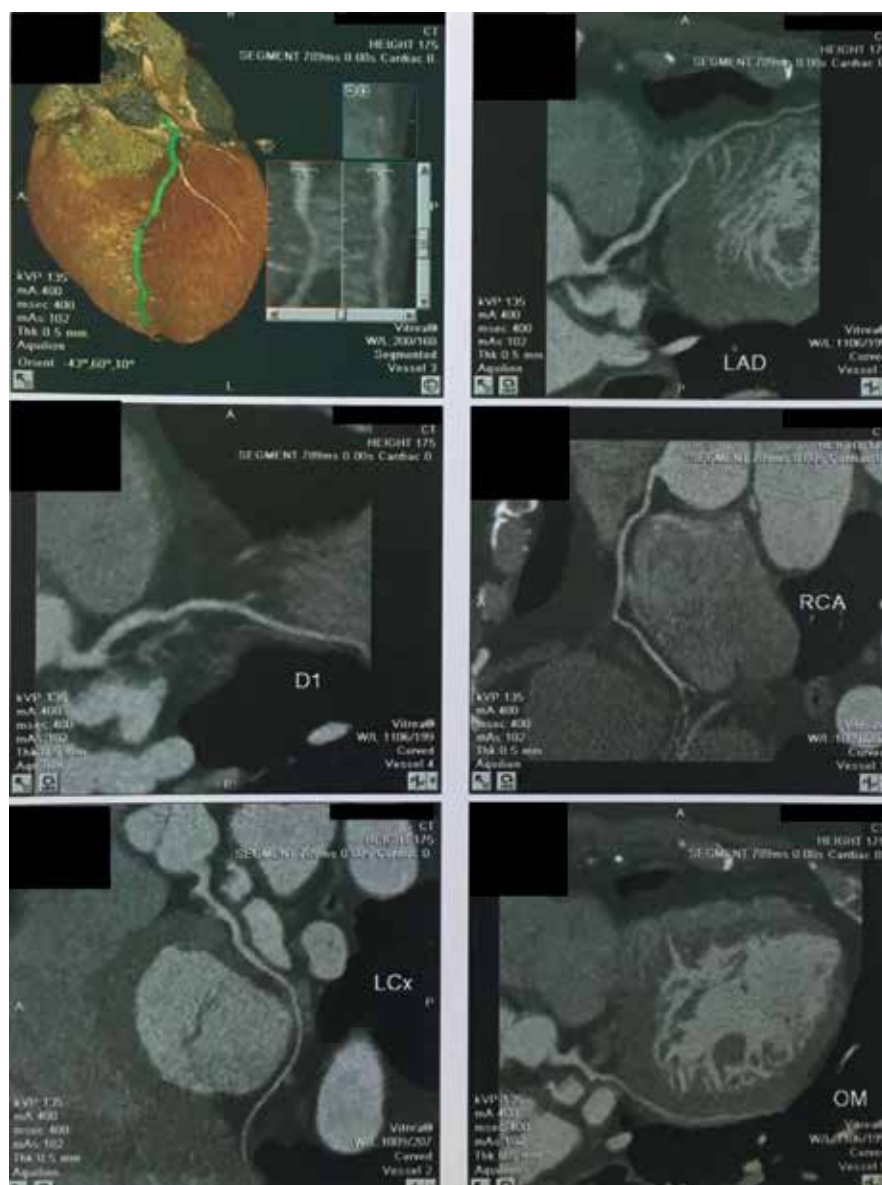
МСКТ коронарных артерий.
